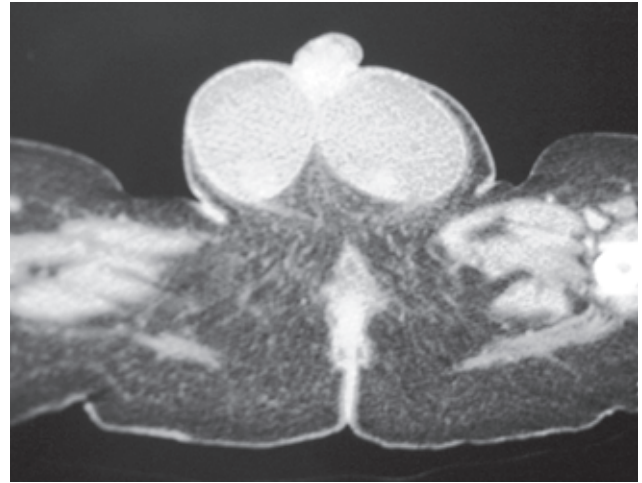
КТ образования, распространяющегося в мошонку
